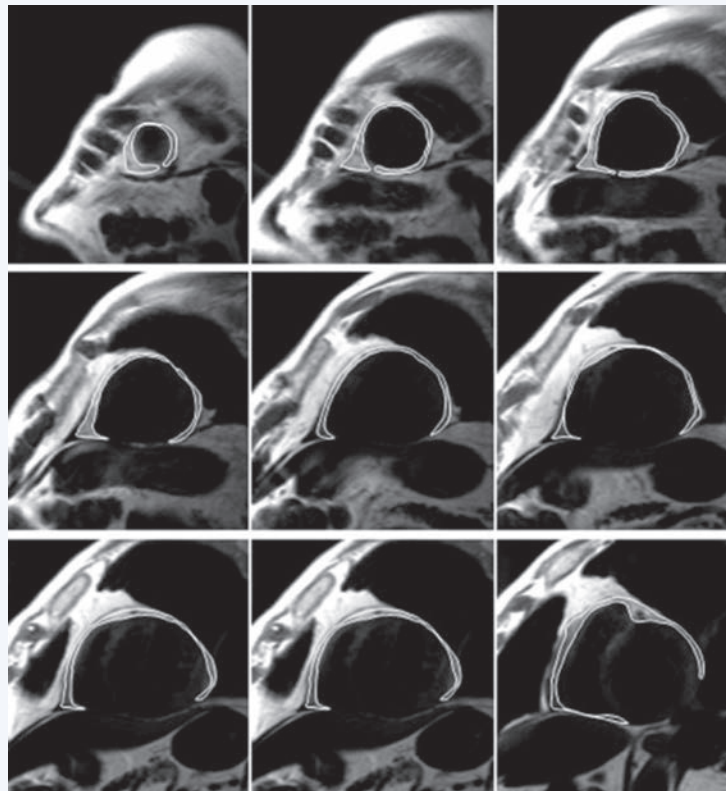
МРТ. Измерение объема эпикардиального жира [15]
